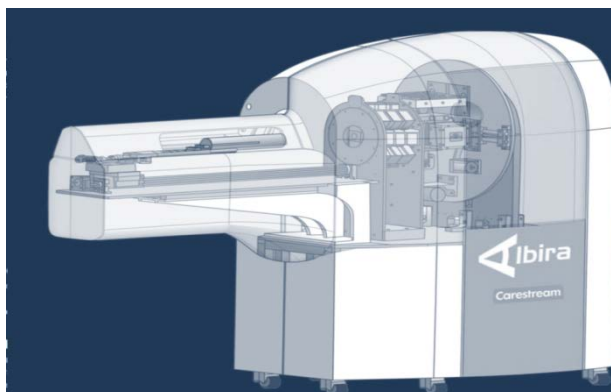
Albira®. Equipo multimodal micro SPECT/PET/CT.
